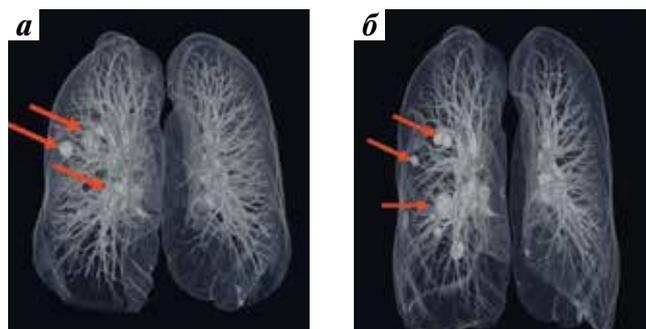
Компьютерная томография легких: а — до лечения: отмечаются множественные метастазы в легких (стрелки); б — после проведения 3 курсов лечения пазопанибом: стабилизация процесса — отсутствие роста метастатических очагов (стрелки)
